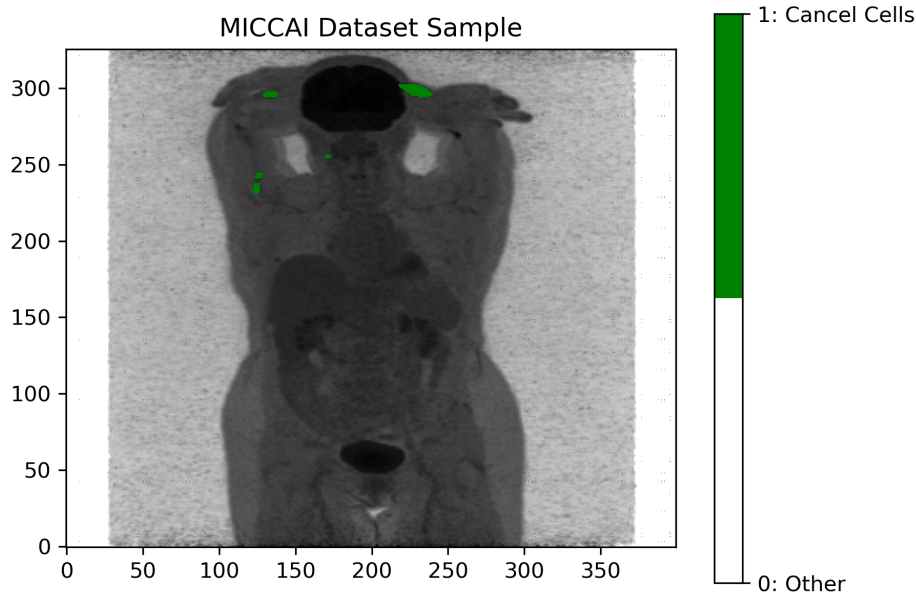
Ένα παράδειγμα των PET/CT εικόνων του MICCAI Dataset Sample. Παρουσιάζουμε το MIP (Maximum Intensity Projection) της εικόνας και των масκών (πράσινο στις καρκινικές περιοχές/διαφανές στις υπόλοιπες)
